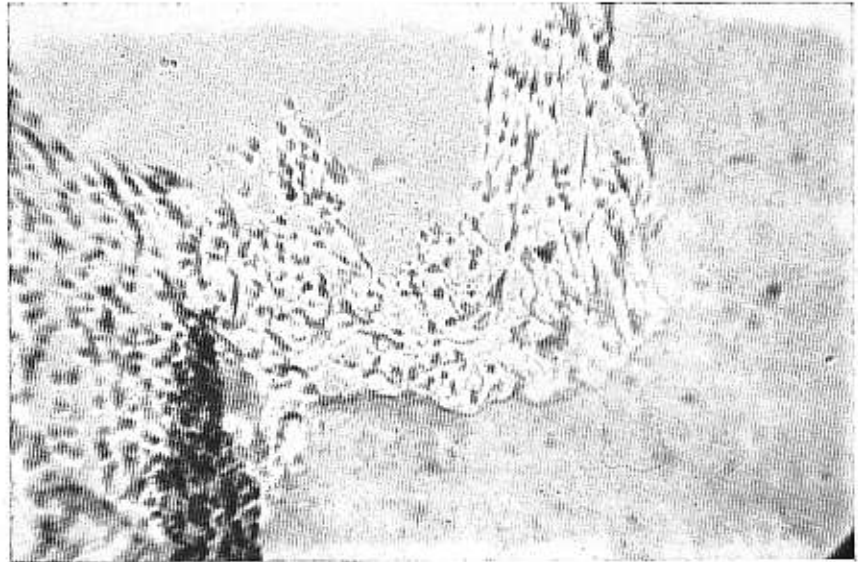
Reparación apical con osteocemento, después de 75 días de tratados con FTB los defectos óseos periapicales. Tejido conectivo mucoide adyacente al ápice con ausencia de células inflamatorias. Aumento 40 x. H.E.
